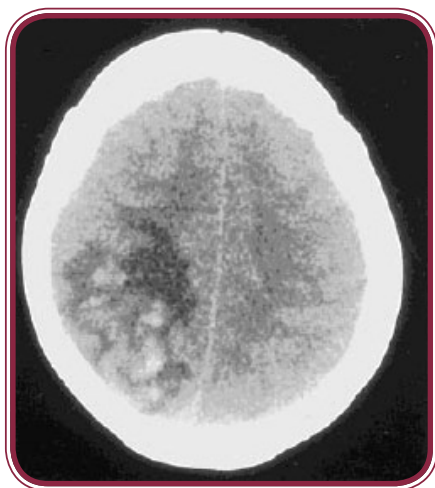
TAC simple de cráneo con múltiples hemorragias pequeñas en el hemisferio derecho en una gran hipodensidad. Es la imagen típica de un infarto hemorrágico con edema asociado en un paciente con trombosis extensa del seno sagital superior.
